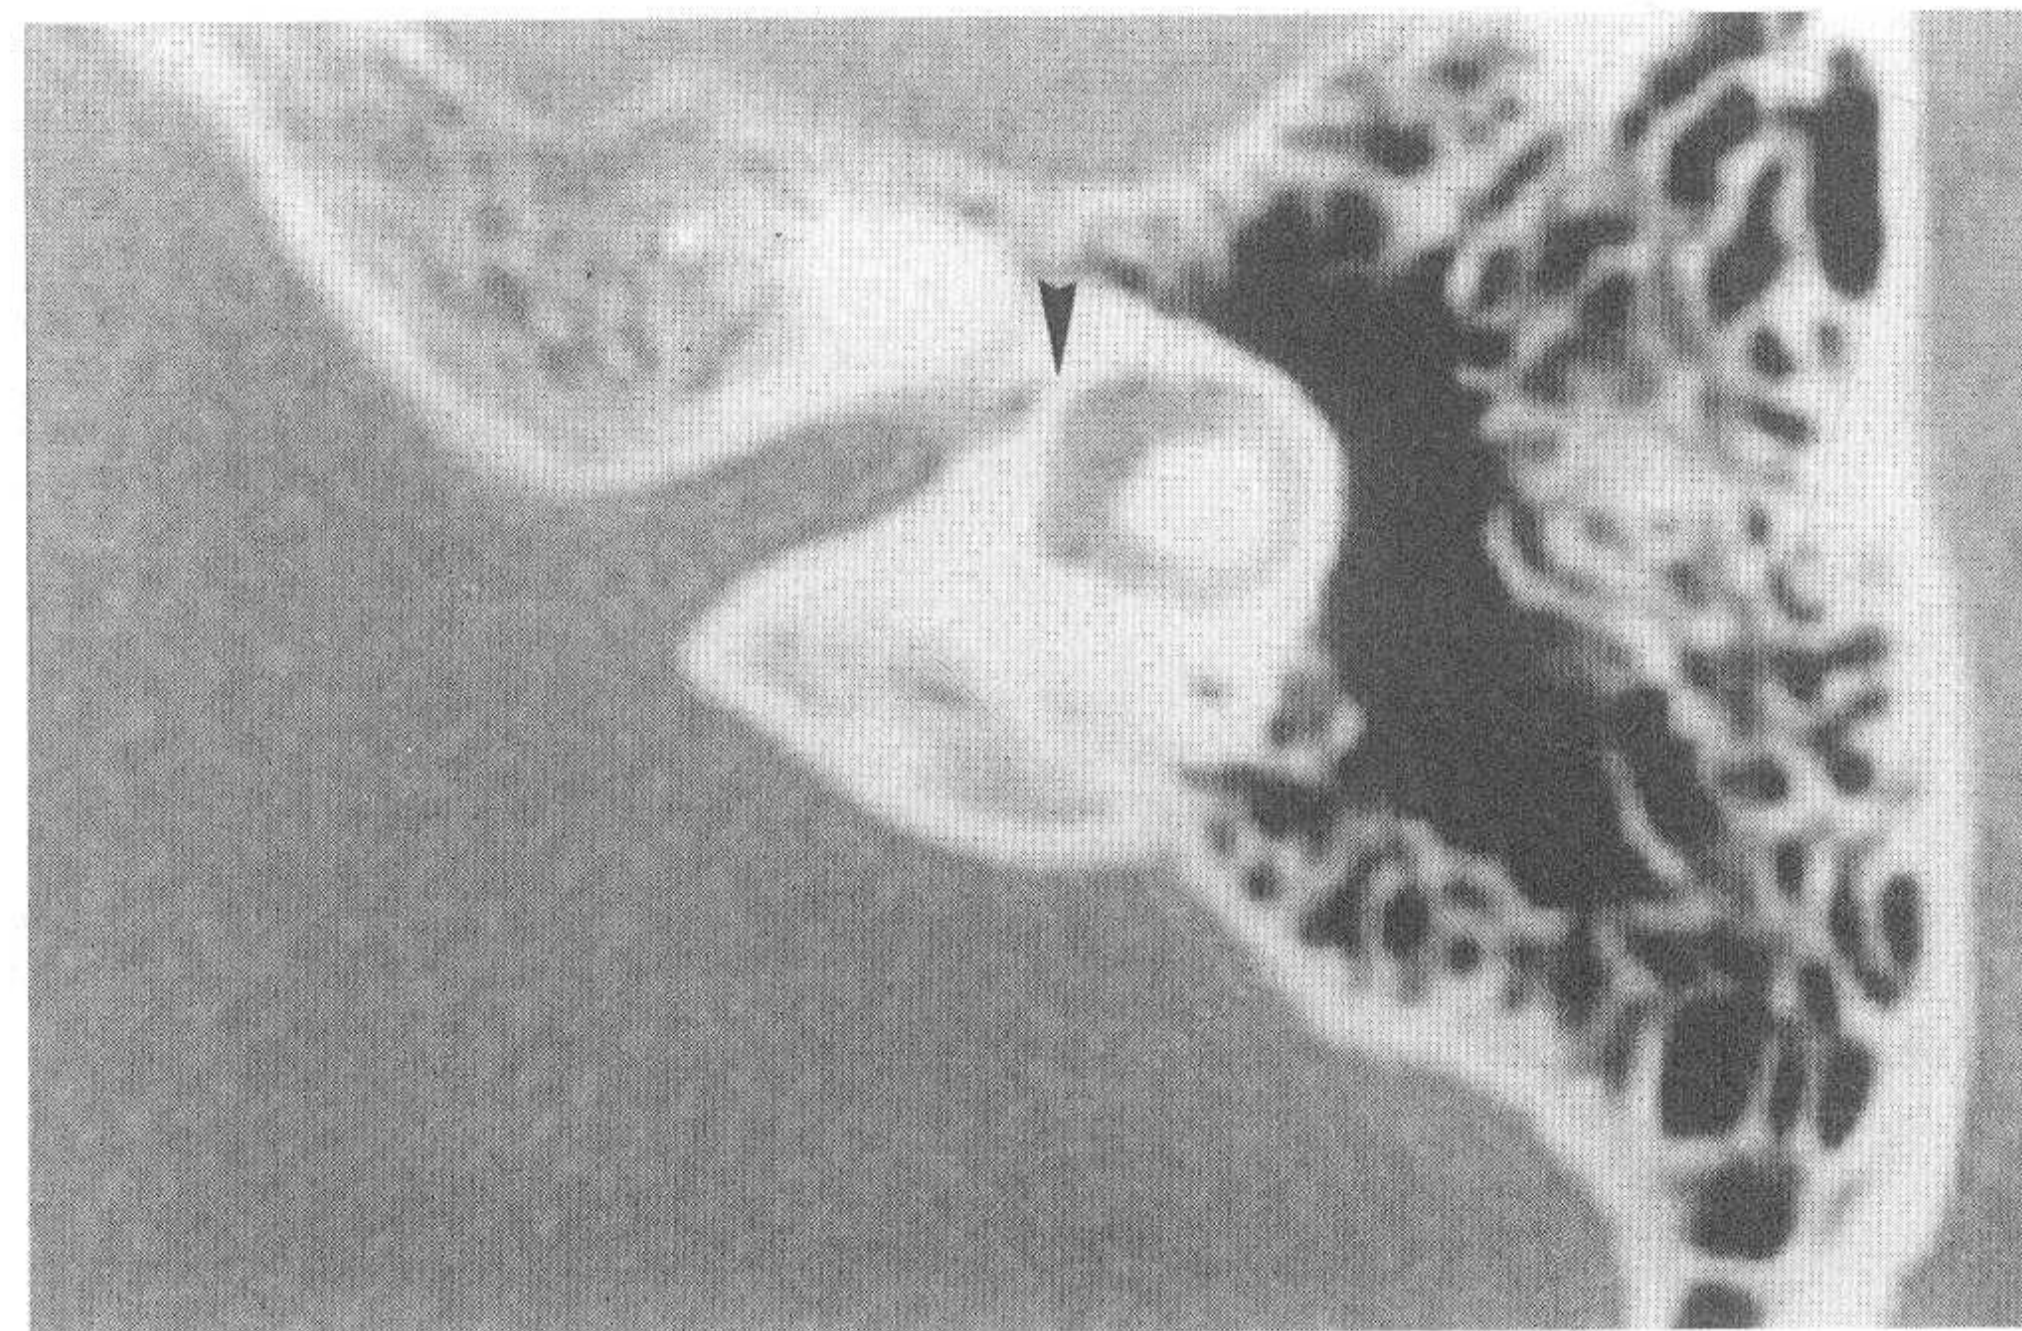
对应正常颞骨CT图像 (小箭头示前庭神经经路)
